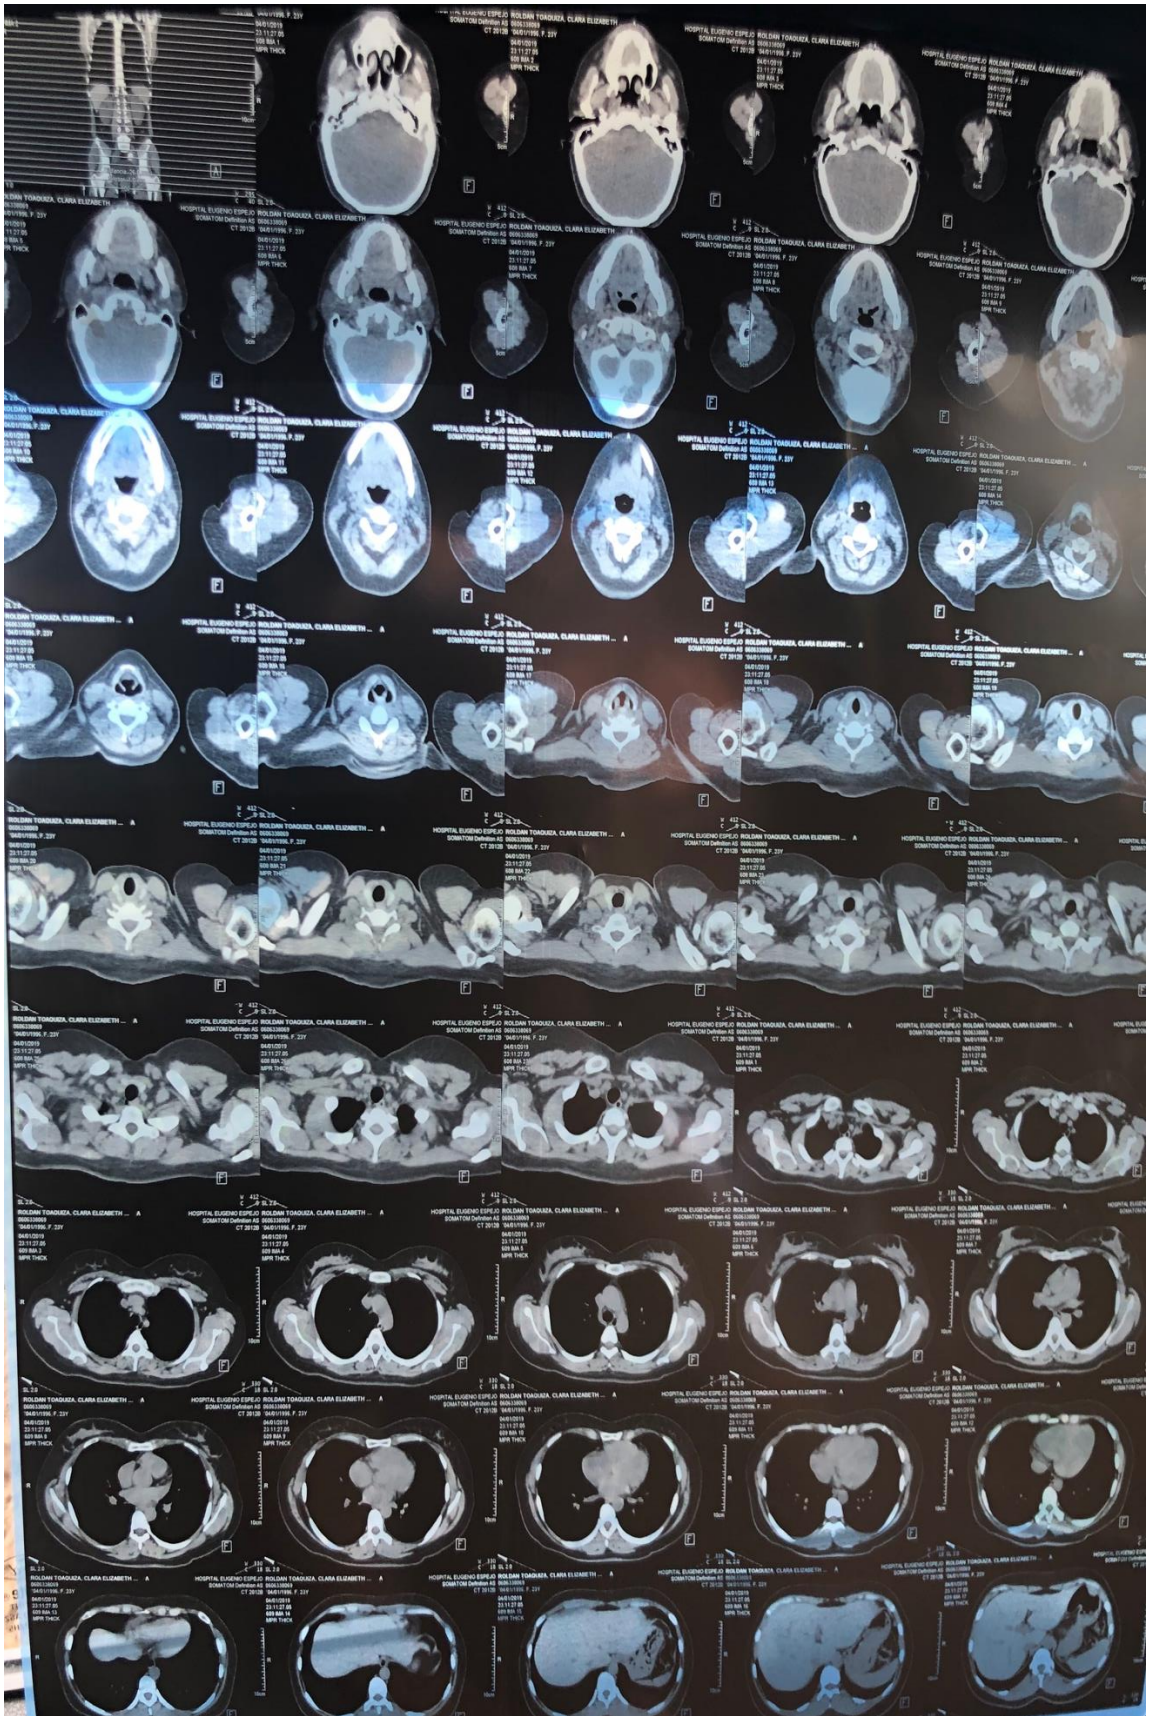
TAC Simple de cuello y tórax.
